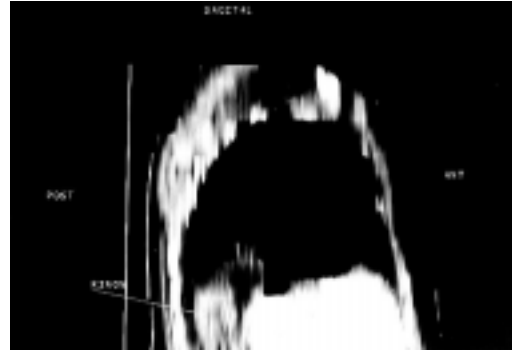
TAC, visión sagital
